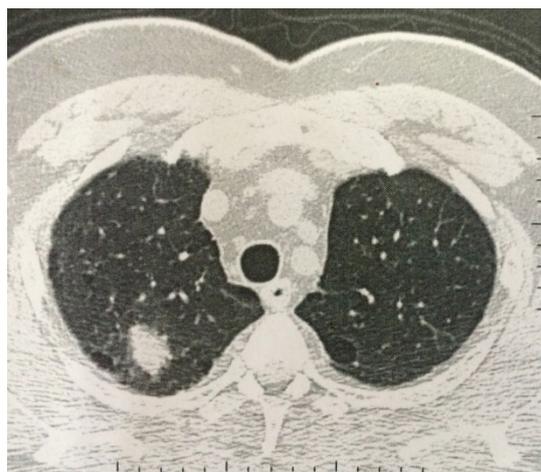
Tomografia computadorizada de tórax mostrando lesão sólida em região apical do pulmão direito
